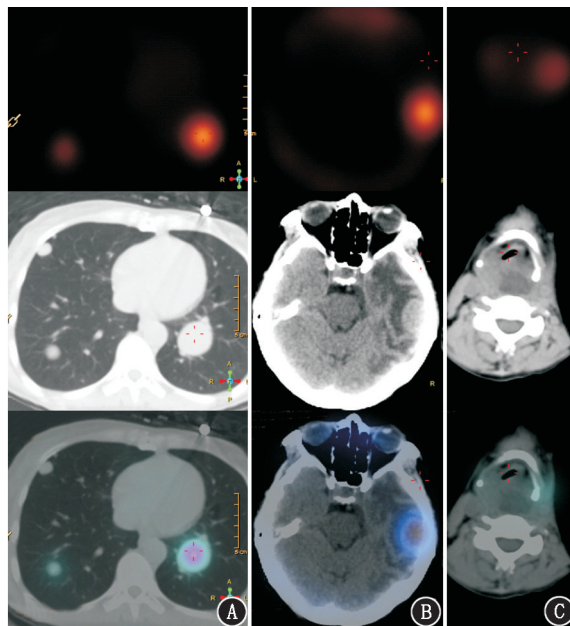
甲状腺滤泡状癌患者 (女, 50 岁) $^{99}\text{Tc}^{\text{m}}\text{O}_4^-$ SPECT/CT 显像图。2A. 可见双肺多发转移瘤, 部分病灶见放射性浓聚; 2B. 脑部显像示左侧颞叶病灶伴放射性浓聚; 2C. 可见口咽部软组织肿块压迫咽腔变窄
